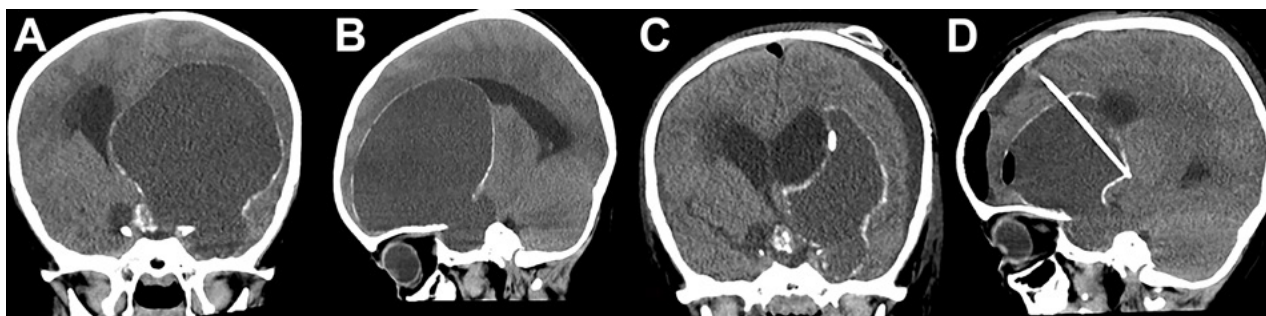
Tomografía cerebral simple. A y B. Cortes coronal y sagital donde se observa un tumor predominantemente quístico con cápsula parcialmente calcificada. C y D. Cortes coronal y sagital postoperatorio con catéter colocado dentro del quiste tumoral para reducción progresiva del volumen del mismo. Se observa reservorio a nivel subgaleal.
